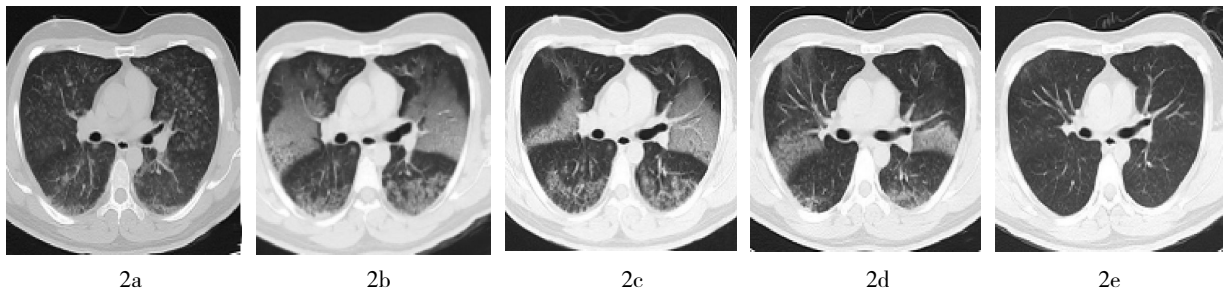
29岁男性氯气重度中毒患者胸部CT图像 图2a为氯气中毒后第1日胸部螺旋CT,表现为两肺散在斑片状、片絮状高密度影;图2b为第1日10h后复查胸部螺旋CT,病情进展,两肺除片絮状高密度影外还出现大片致密影,表现为弥漫性实变影,分布呈“地图状”,多为实变的腺泡或肺小叶融合而成;图2c、2d分别为中毒后第2、4日胸部螺旋CT,两肺实变影逐渐变小、变淡,患者已进入恢复期;图2e为第8日复查胸部螺旋CT,患者明显好转,两肺实变影消失,仅表现为残留散在腺泡磨玻璃样密度影。
